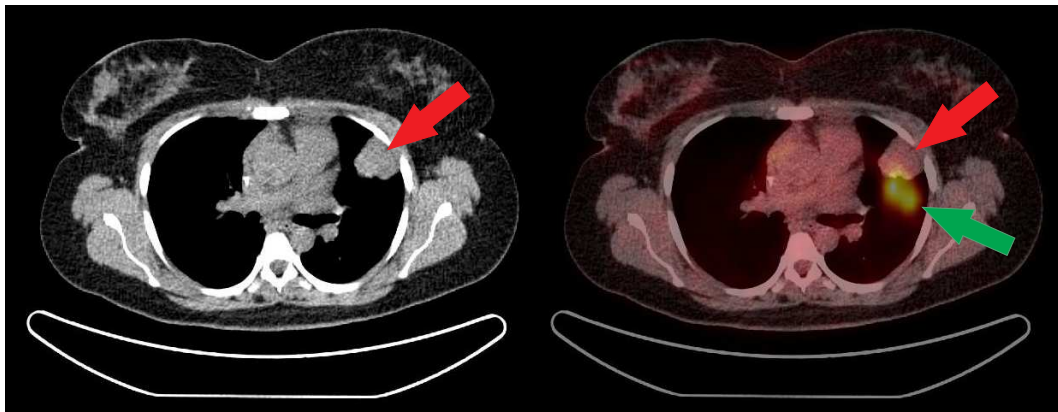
CT (links) und fusioniertes $[^{18}\text{F}]\text{FDG}$ PET/CT (rechts) bei einer Patientin mit Lungenmetastase (Pfeile) eines Mammakarzinoms. Die unterschiedliche Lokalisierung der Metastase in der PET (grüner Pfeil) und CT (roter Pfeil) beruht auf der unterschiedlichen Atemlage (d.h. Inspiration während der CT Aufnahme und gemittelte Atemlage während der mehrere Minuten dauernden PET Aufnahme).
